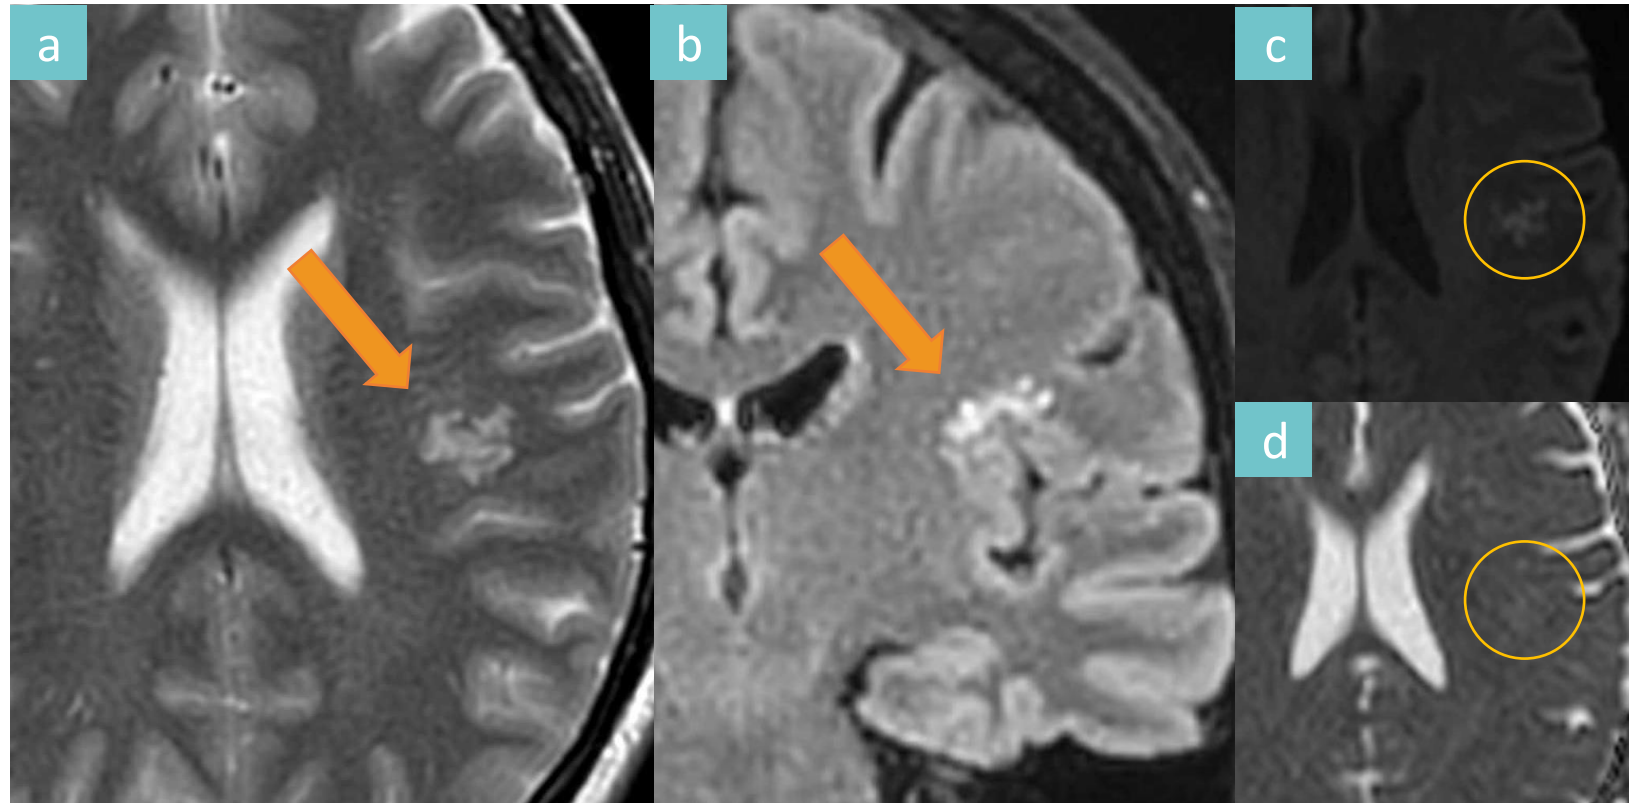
TNMV frontal izquierdo. Lesión multinodular con distribución giral en la sustancia blanca subcortical del lóbulo frontal izquierdo (flechas), hiperintensa en secuencia T2 (a), que no anula su señal en FLAIR T2 (b) y sin restricción a la difusión (círculos) (c, d).
